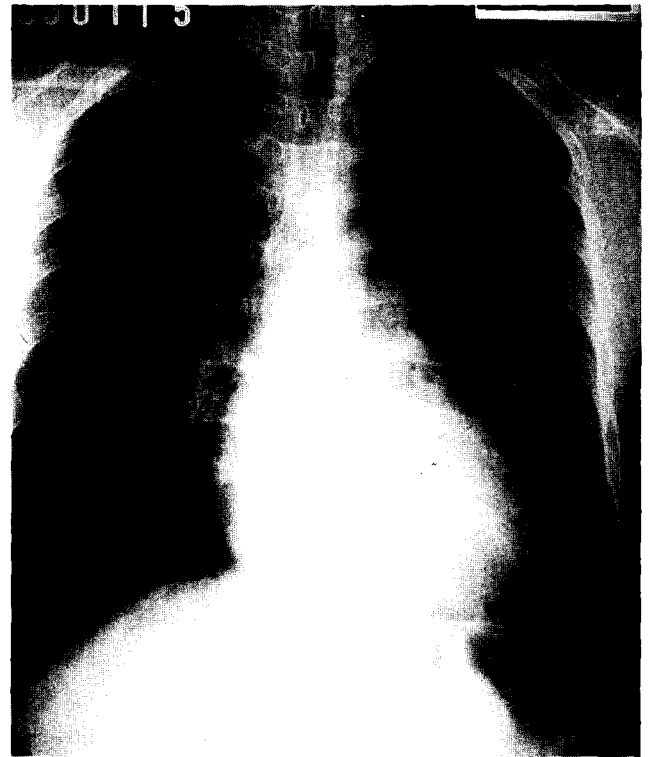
Preoperative chest X-ray in case 1, showing the marked cardiomegaly.
